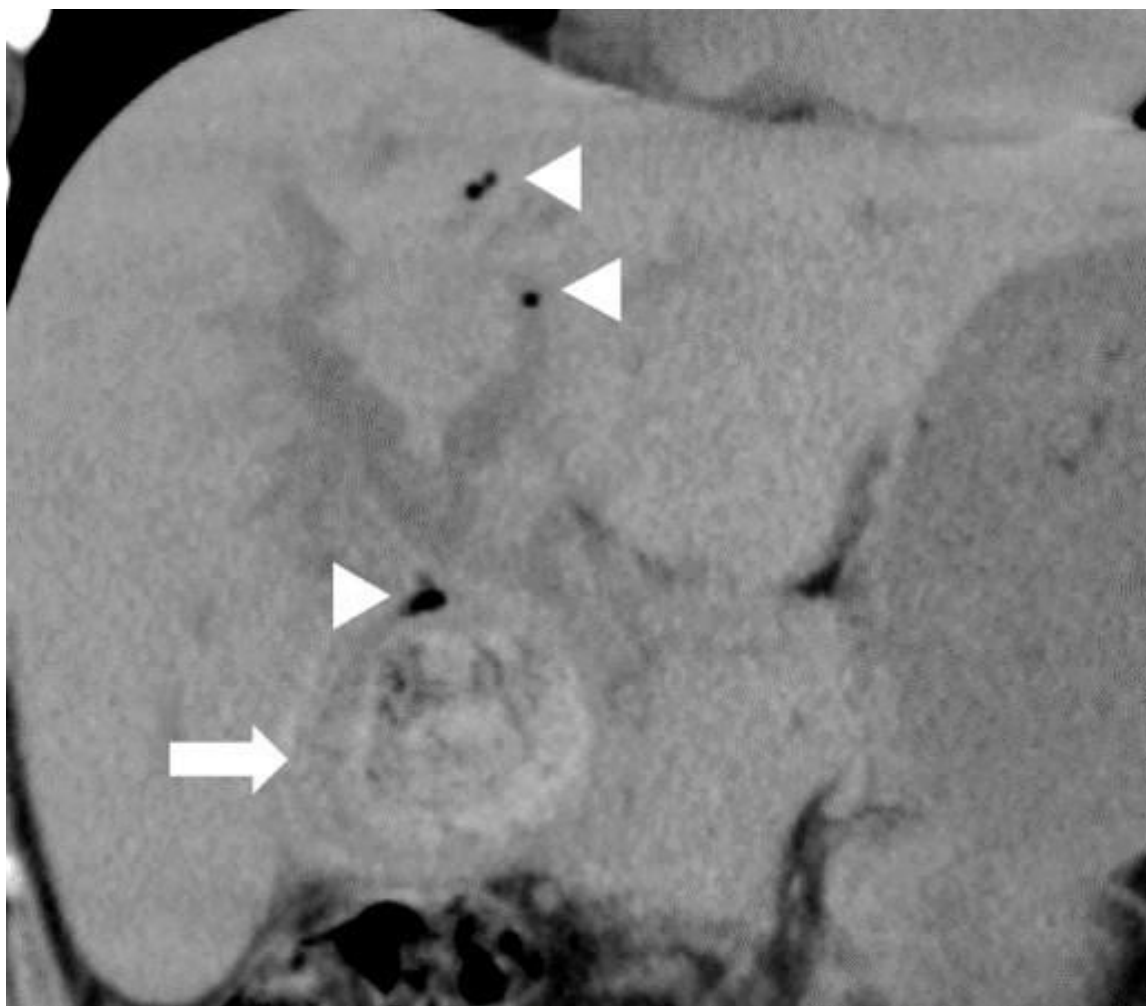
Reformatação coronal de TC sem contraste evidencia imagem heterogênea no interior no leito da vesícula biliar (seta), associado a dilatação da via biliar intra-hepática, com aerobilia (ponta de seta).
